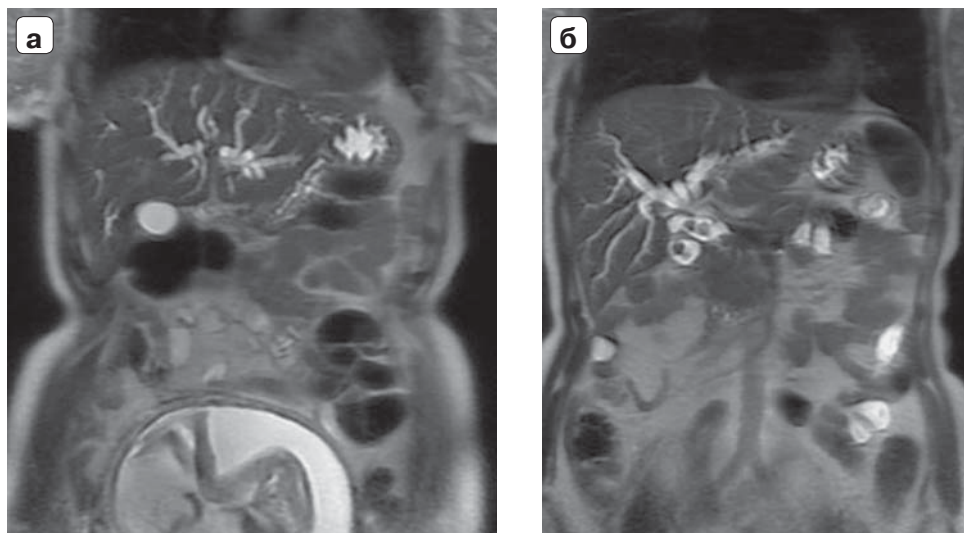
Магнитно-резонансная томограмма. Желчнокаменная болезнь, желчная гипертензия, беременность: а — расширенные желчные протоки и плод в матке без признаков патологических изменений; б — конкремент желчного пузыря пролабирует в ОЖП.
